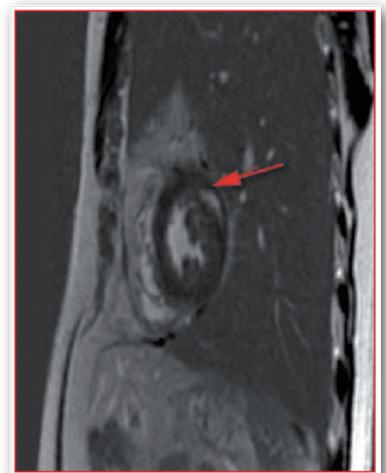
IRM cardiaque avec RT en antérolatérale médiopariétale sous forme arciforme
